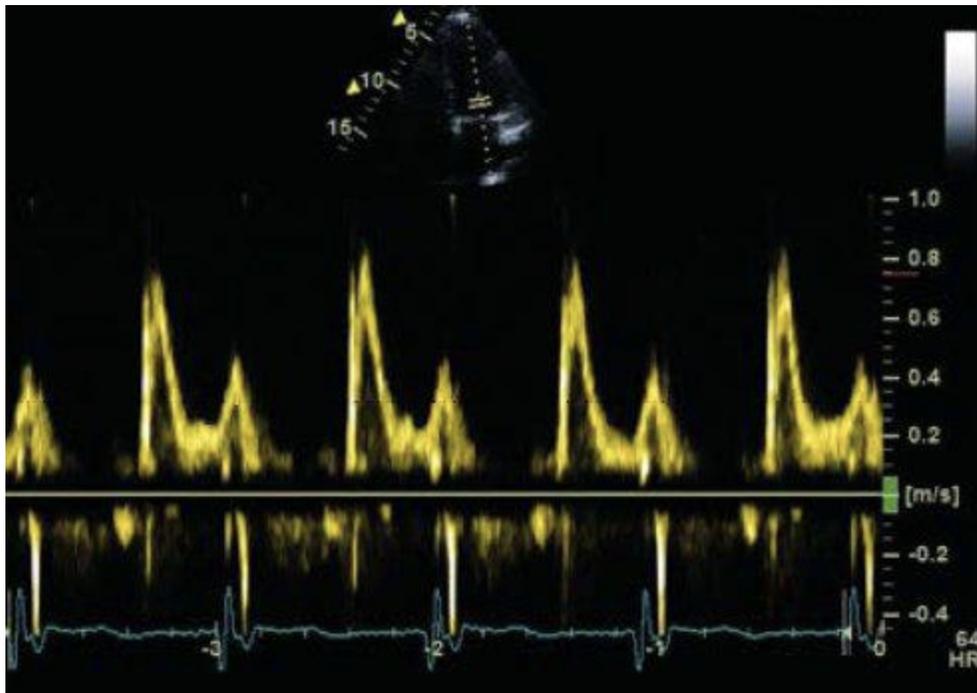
Doppler pulsado del tracto de entrada del ventrículo izquierdo.
